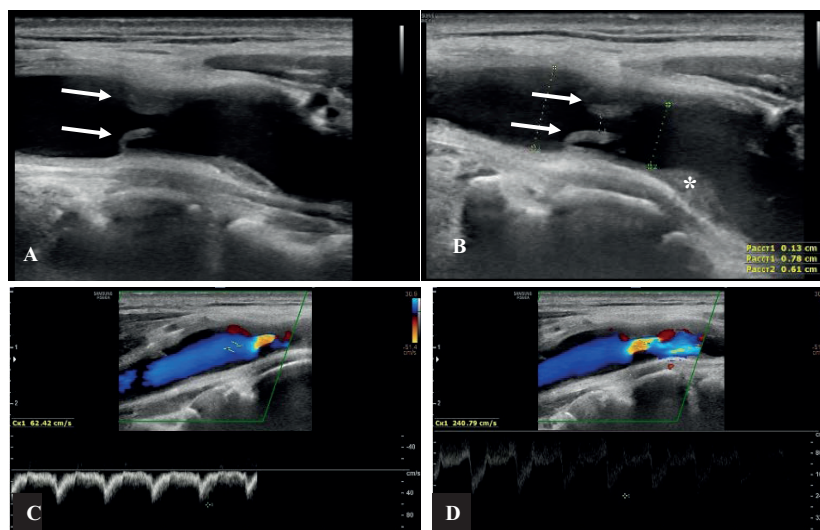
10.03.2025 г. УЗИ сосудов шеи. Продольное сканирование. А и В. В-режим. Отслойка интимы с формированием лоскута (стрелки), локально суживающий просвет дистального отдела ОСА и локальное утолщение комплекса интима-медиа по задней стенке каротидной бифуркации (*). В и D. Дуплексный режим сканирования. Признаки турбулентности с увеличением линейной скорости кровотока в области сужения.
